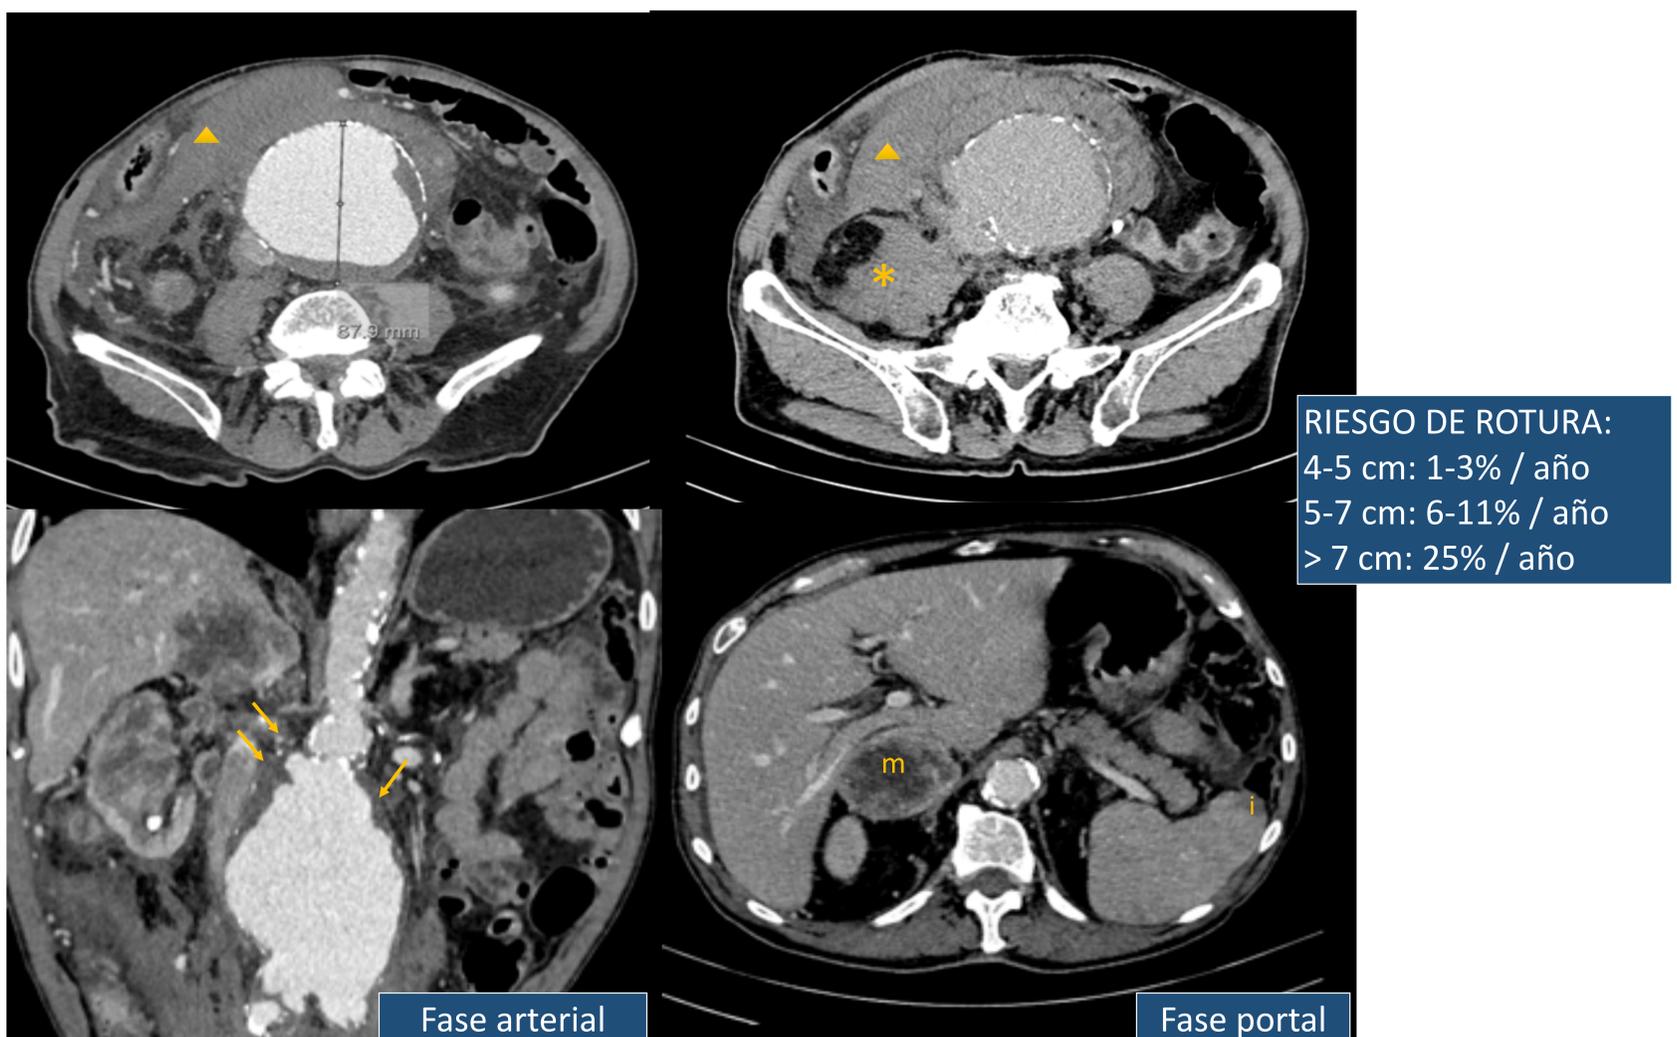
Rotura de aneurisma infrarrenal. Cortes axial y coronal de angioTC y TC abdominopélvico portal donde se muestra un gran aneurisma aortoiliaco de 9 cm de diámetro máximo con irregularidades en su pared (flechas), hematoma retroperitoneal (asterisco) y hemoperitoneo (triángulo). Hay una pequeña zona de hipodensidad triangular y periférica en el bazo (i) compatible con un infarto. Incidentalmente, se observa una masa suprarrenal derecha (m).
